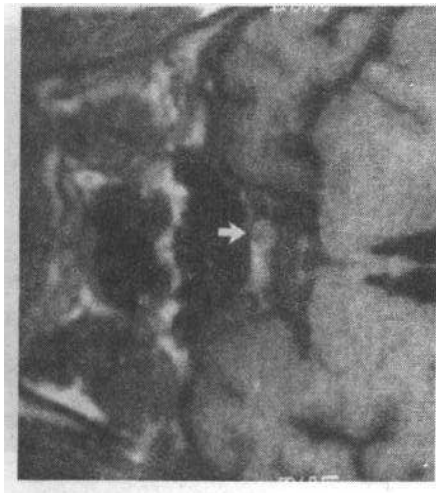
垂体微腺瘤。MRI T1 加权像冠状位显示肿瘤直径 6mm(箭头),局部垂体外缘凸出
